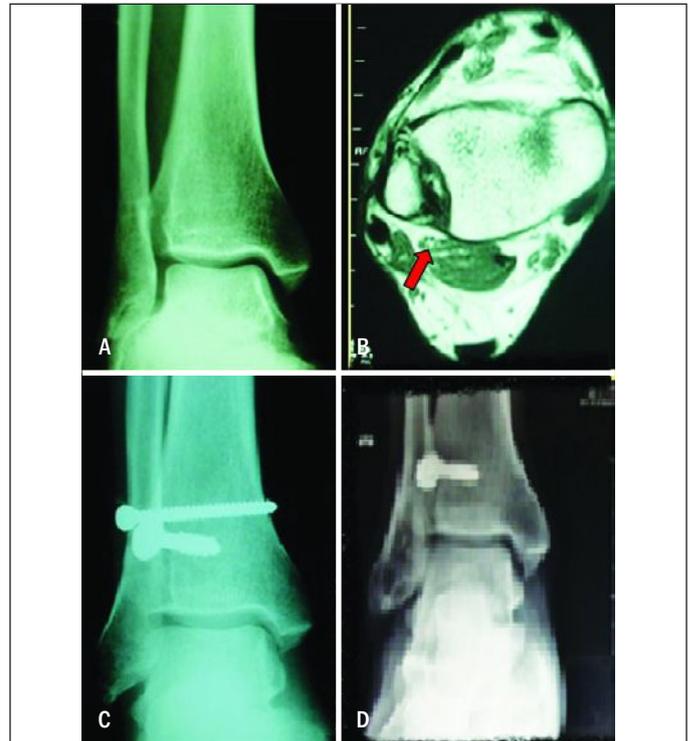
(A) Lesão da sindesmose com abertura do espaço claro articular da sindesmose e diminuição da sobreposição da fíbula sobre a tíbia. (B) Ressonância magnética mostrando lesão da sindesmose com ruptura do ligamento tibiofibular posterior (seta). (C) POI de reconstrução da sindesmose pela técnica de Grass. (D) 6 anos e 4 meses de pós-operatório de ligamentoplastia com o fibular longo.
